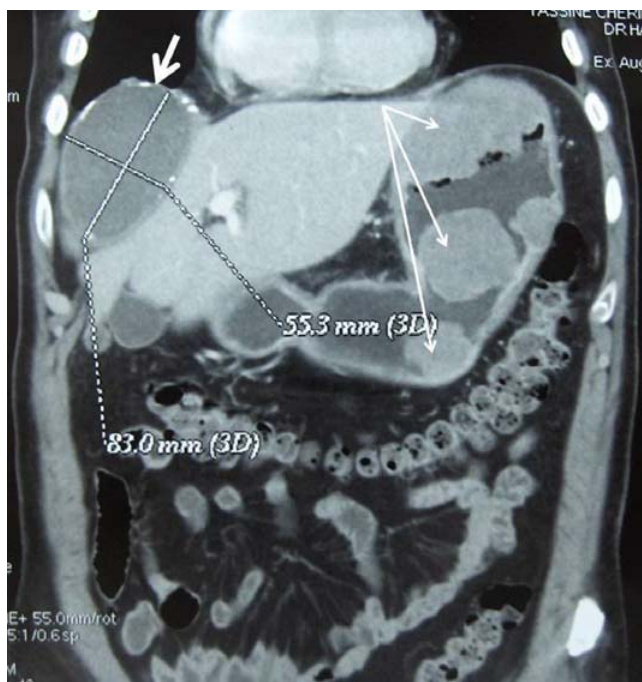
Tomodensitométrie thoracoabdominale. Coupe frontale (image de reconstruction) : présence d'un kyste hydatidique du diaphragme droite du type 1 de 10 cm (flèche blanche) associé à des tumeurs solides gastriques (trois flèches blanches) / *Chest and abdominal CT-scan: presence of an hydatid cyst of the right diaphragm of 10 cm (one white arrow) associated with gastric solid tumors (three white arrows)*
